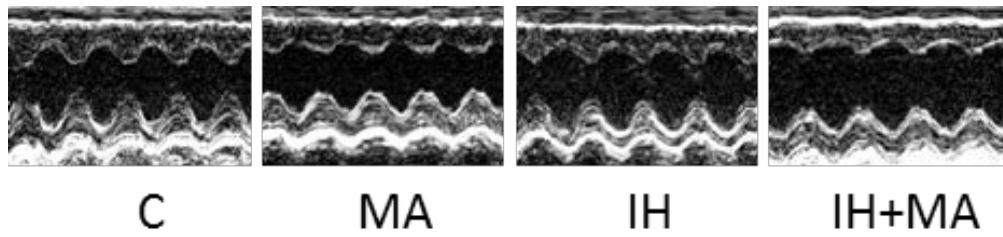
b オートファジー阻害剤 (3-MA) による心エコー(FS)の評価
